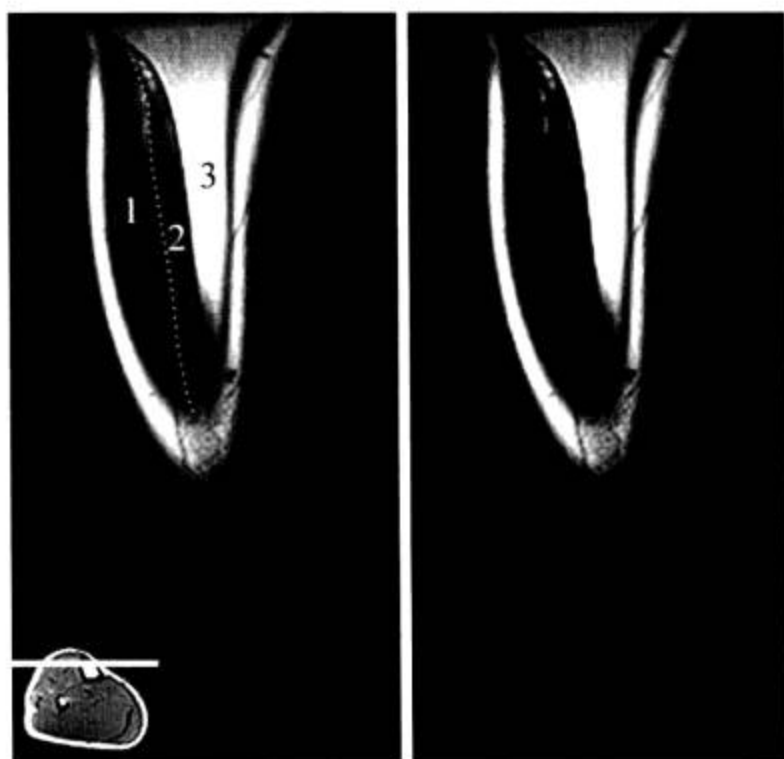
胫腓骨 MRI 冠状面 (T<sub>1</sub>WI)
